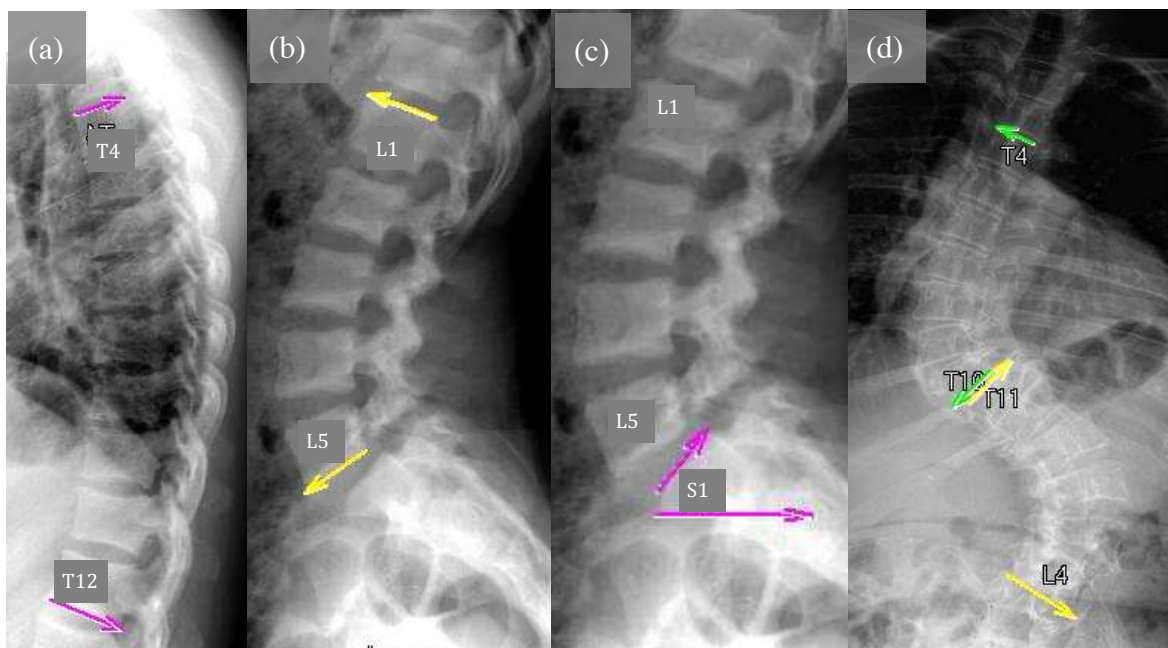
Radiografias da coluna em perfil e anteroposterior para avaliação do equilíbrio nos planos sagital e coronal da coluna – ângulos medidos: da cifose torácica ([a] entre platôs superior de T4 e inferior de T12), da lordose lombar ([b] entre platôs superior de L1 e inferior de L5), ângulo de inclinação sacral ([c] entre linha horizontal e platô superior de S1), ângulo de inclinação das curvaturas da escoliose ([d] método de COBB) entre platôs inferior de T4 e superior de T10 e entre platôs inferior de T11 e superior de L4. Arquivo pessoal do autor.
